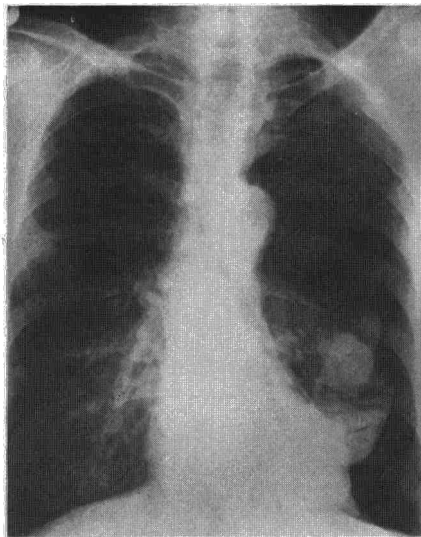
Radiografía de tórax: Neumotórax total izquierdo.
